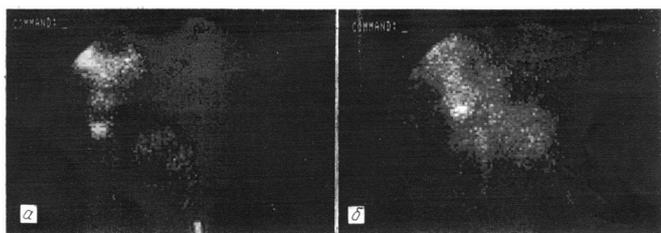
Сцинтиграмма миокарда с пирофосфатом  $^{99}\text{Tc}$  до (а) и через 8 дней после традиционного лечения (б).
